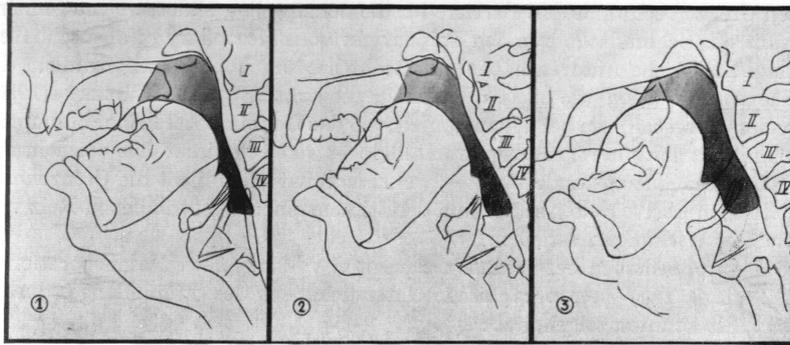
Röntgenaufnahmen Kehlräum (LUCHSINGER, 1970, S. 189)
